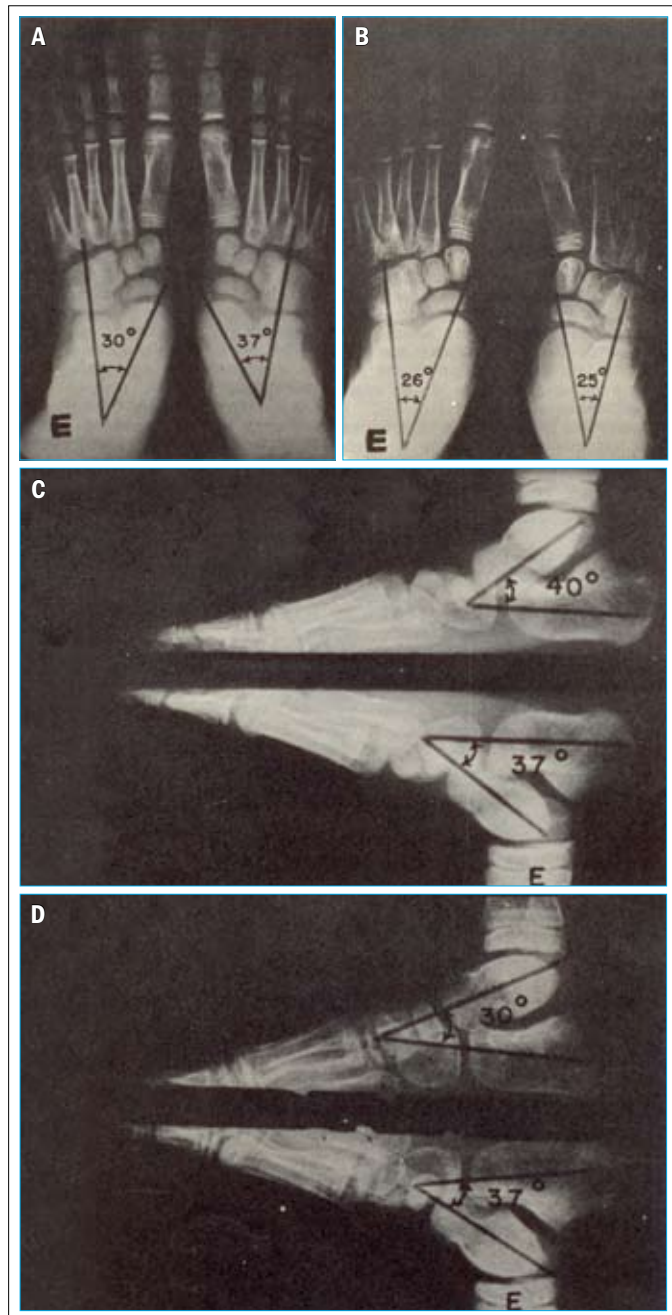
(A, B) Resultado bom, sob o critério radiológico, pela normalização dos eixos e ângulo talocalcaneano na radiografia com carga de frente; (C) radiografia de perfil, com carga, notando-se o aumento do ângulo talocalcaneano e o desvio dos eixos; (D) bom resultado, sob o critério radiológico, pela diminuição do ângulo talocalcaneano e da inclinação do eixo talar (paciente J.C.J.Jr).
